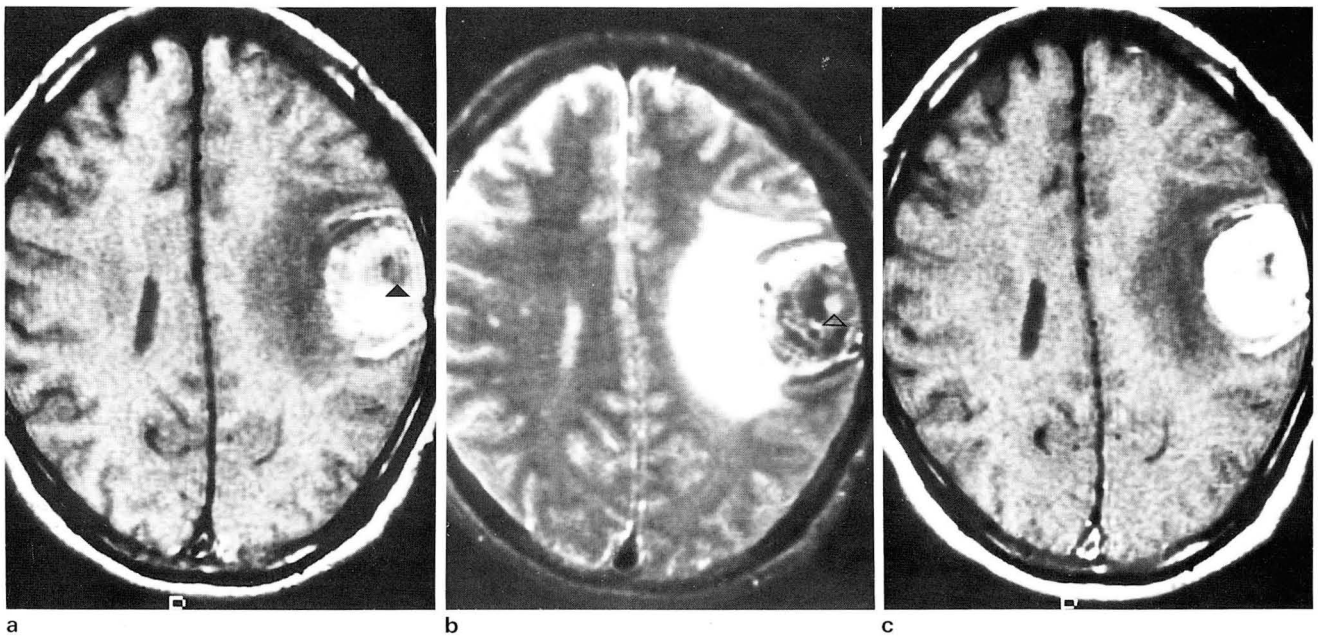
Case 2. a, b. Precontrast T1-weighted image shows a round mass of high signal intensity in corticomedullary junction of left frontal lobe. The mass shows low signal intensity with surrounding high signal intensity of edema on T2-weighted image. Central isosignal intensity on T1-weighted image and slightly high signal intensity on T2-weighted image(arrow head) is noted within the mass suggesting intratumoral necrosis.
